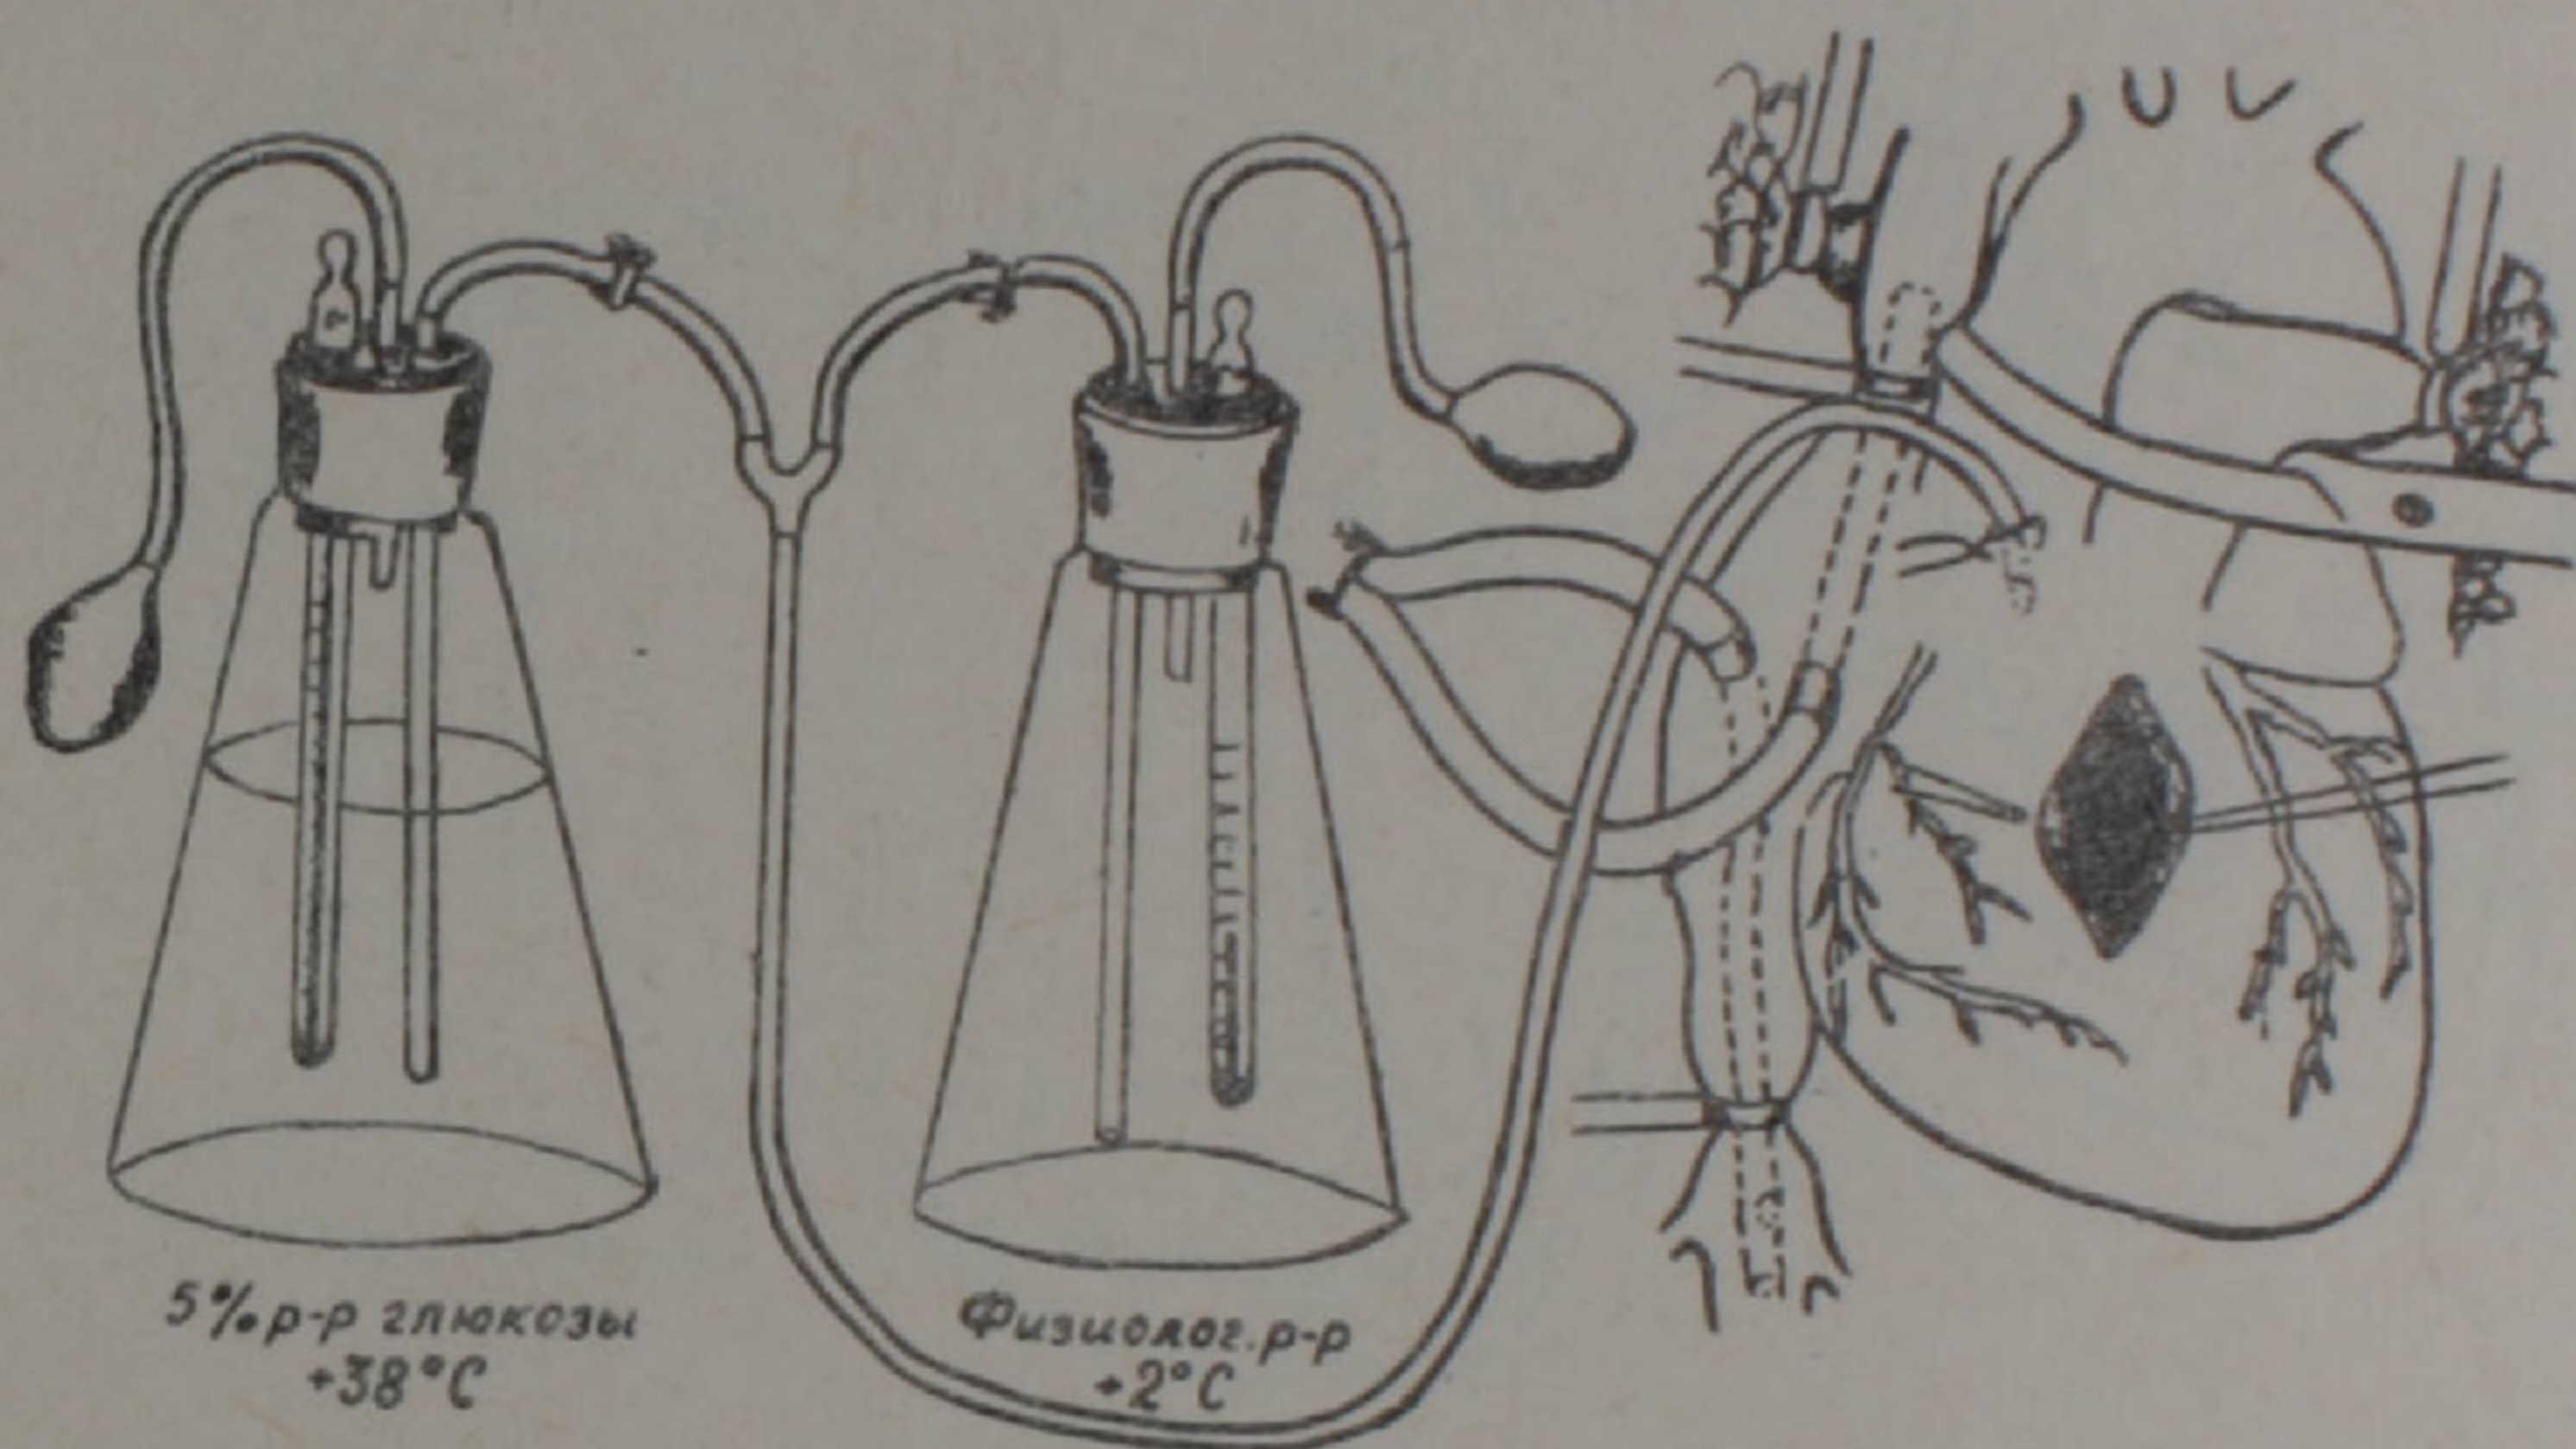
Коронарная перфузия холодным физиологическим раствором с одновременным вскрытием правого желудочка.
